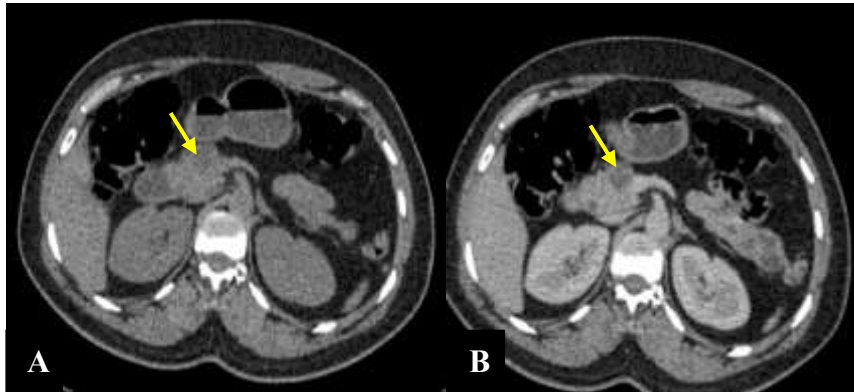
Aspect scanographique d'un cystadénome mucineux : TDM coupes axiales sans (A) et avec (B) injection de PDC: lésion kystique au niveau de l'isthme du pancréas non réhaussée après injection de PDC (flèches)
